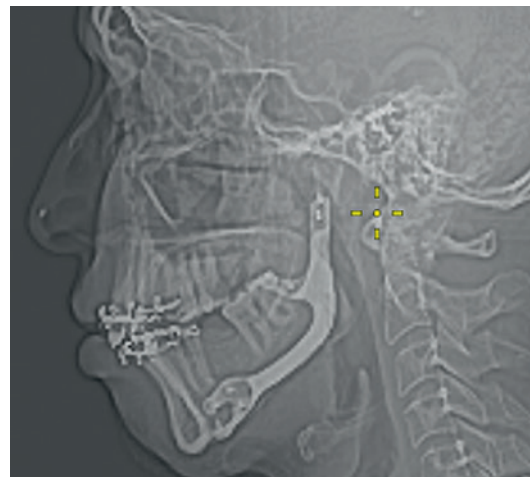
Пациент Е., 39 лет: Контрольная послеоперационная рентгенография с установленным титановым имплантатом нижней челюсти
